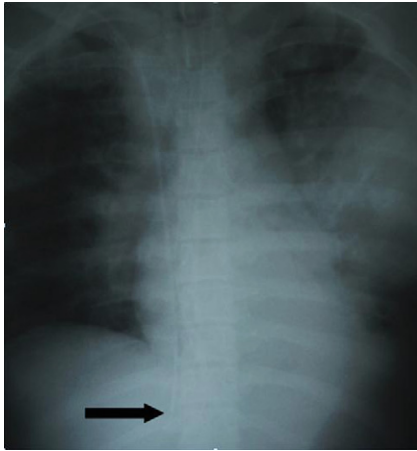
Se muestra radiografía de tórax de paciente crítico luego de paso de CVC subclavio derecho con la punta en vena cava inferior.
